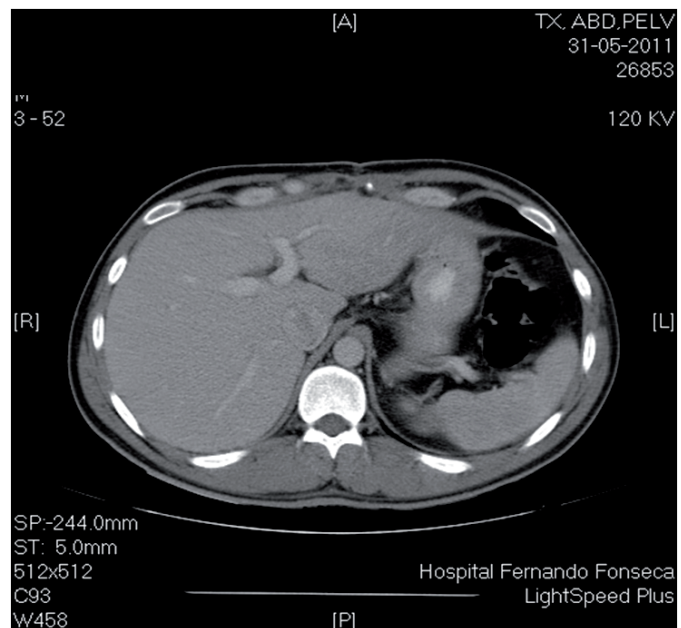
TC Abdominal às 6 semanas de pós-operatório com regeneração hepática completa.
